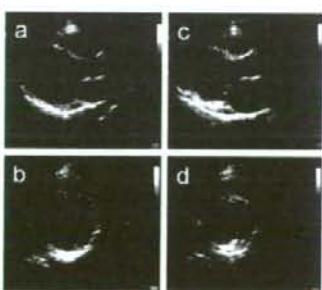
FKTN ミスセンス変異例の心エコー所見
